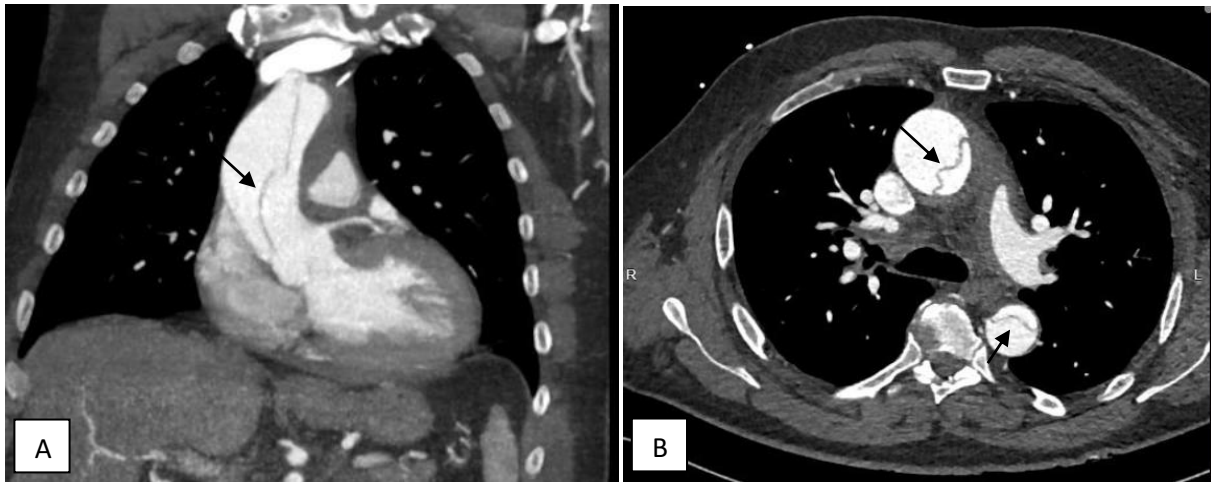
CT zobrazení dilatace ascendentní aorty – (A) ve frontální rovině, (B) v sagitální rovině, (C) 3D rekonstrukce. Zdroj: PACS – JiveX (elektronická databáze snímků FNHK).
